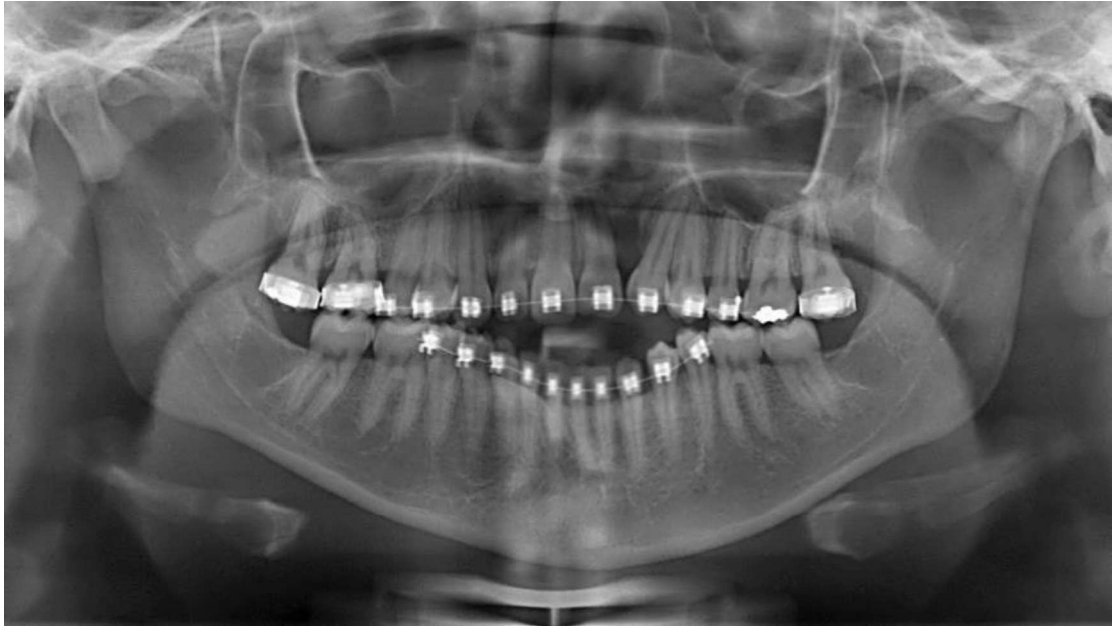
Radiografia panorâmica durante o alinhamento e nivelamento dos arcos dentários superior e inferior. Destaca-se a presença de defeito ósseo na região mesial ao dente 23, provavelmente associado à manifestação da fissura labiopalatina.
